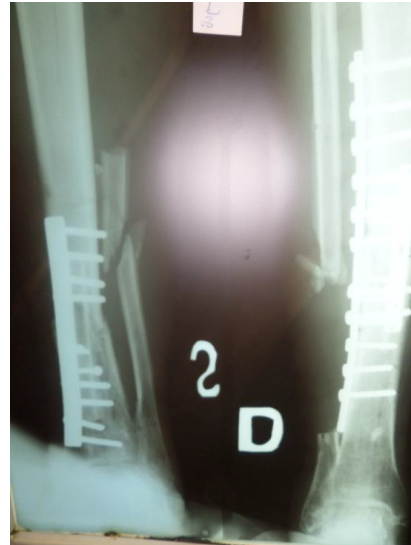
X-ray of left and right tibia 3.5 month post-op
